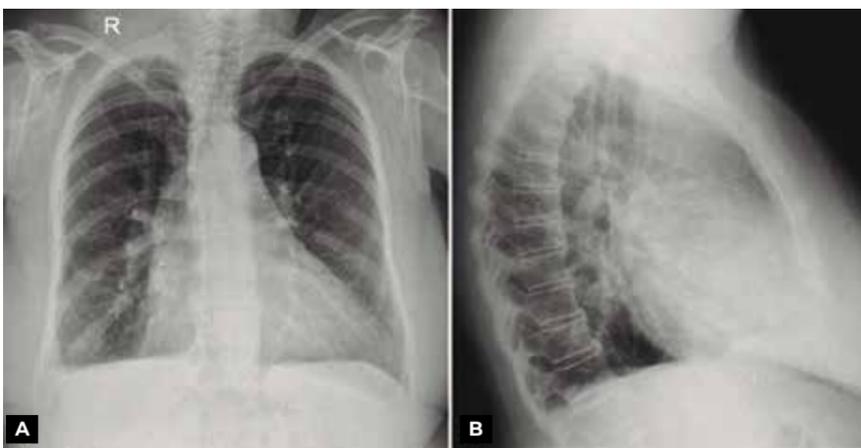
Radiografias de tórax nas incidências posteroanterior (A) e perfil (B) evidenciam obliteração do seio costofrênico direito associado a espessamento pleural. Note o aumento de partes moles na transição cervicotorácica ipsilateral e os cliques metálicos na base do hemitórax direito.
